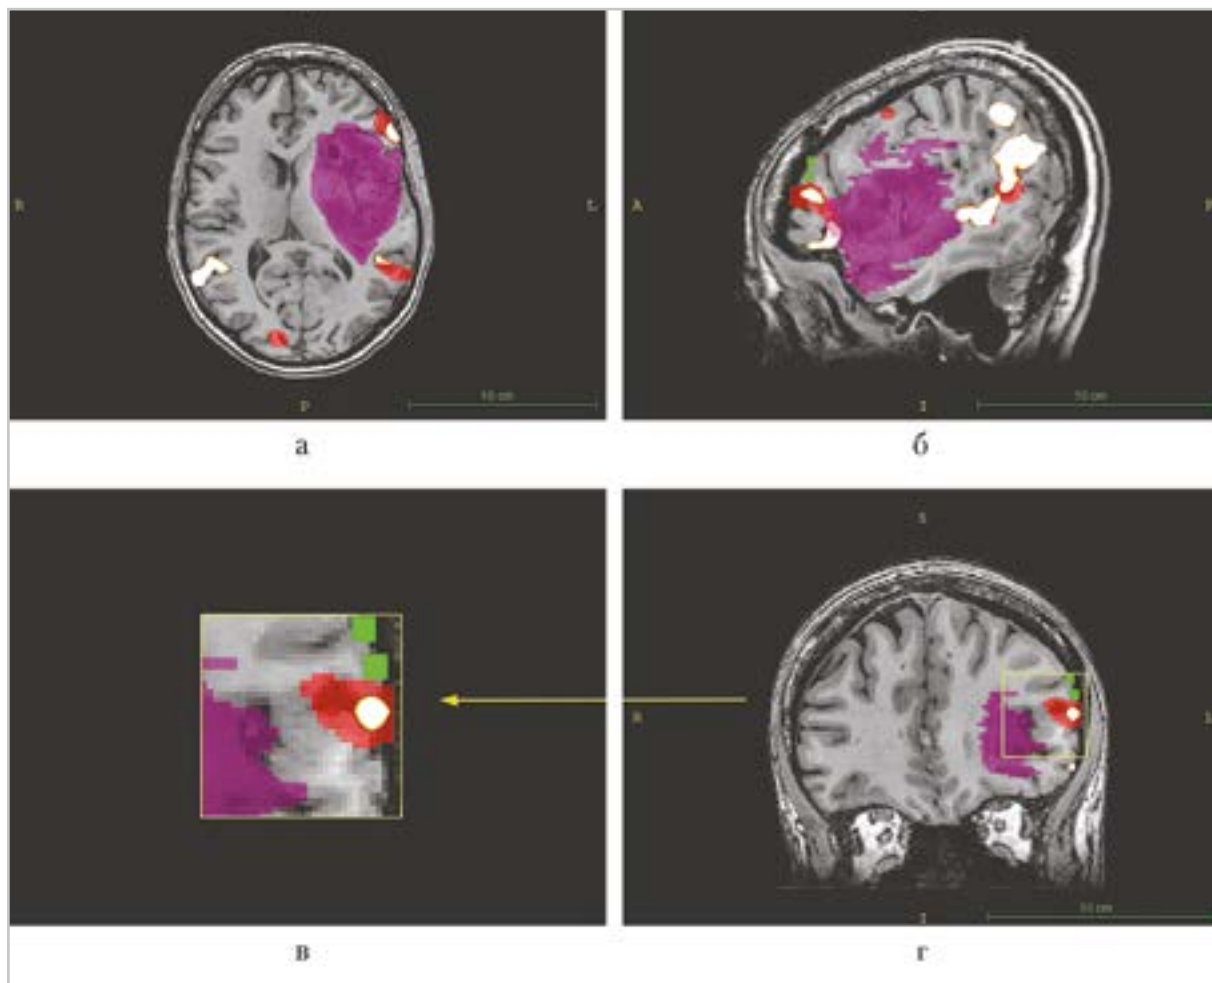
МР-томограммы пациентки 1. Анапластическая олигодендроглиома (WHO Grade III) левой лобно-височно-островковой области. МРТ в аксиальной (а), сагиттальной (б) и фронтальной (в) проекциях. Совмещение активации стимулзависимой фМРТ (фМРТс), фМРТ в состоянии покоя (фМРТп) и интраоперационных ответов. Увеличенный фрагмент области интереса (г). Красным обозначается активация фМРТс, белым — фМРТп, зеленым — «положительные» точки интраоперационного картирования
